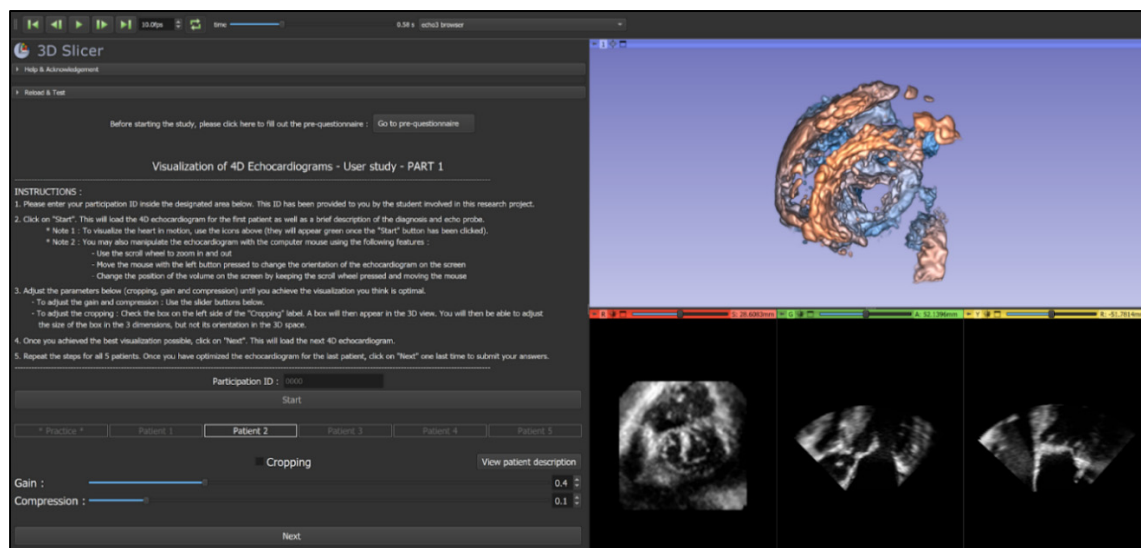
Plateforme pour la partie 1 de l'étude usager (optimisation d'échographies avec la méthode conventionnelle) dans 3D Slicer
